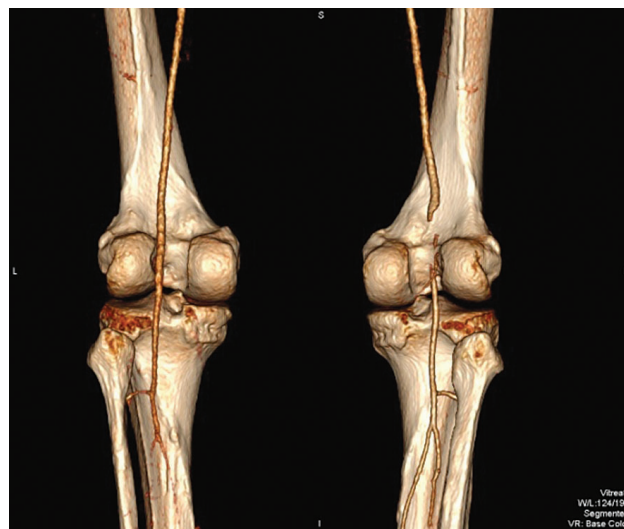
Пациентка Ц., 52 года. КТ ангиография, сагиттальная плоскость и 3D реконструкция
